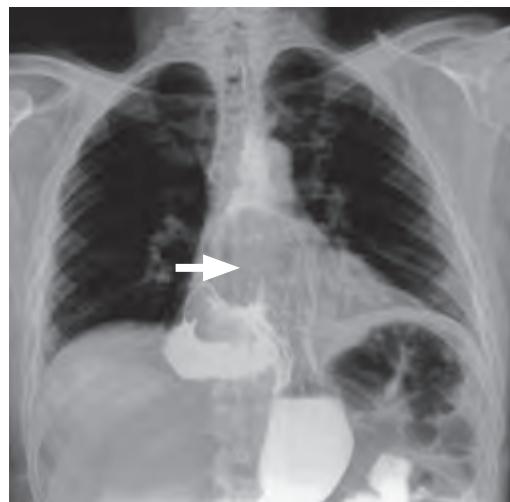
Рентгеноскопия желудка с помощью серноокислого бария. Параэзофагеальная хиатальная грыжа, II тип. Более 1/3 желудка расположено над диафрагмой
